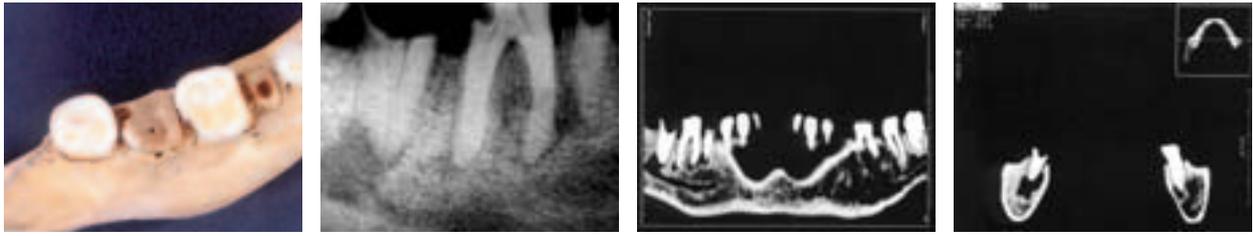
bis d: Fundort: Schretzheim (BW), Zeitstellung: Frühmittelalter, Individualalter: Adult. – Abb. 8a: Mandibula mit kariösen Zähnen. – Abb. 8b: Ausschnitt aus einer Panoramaaufnahme mit apikalen Veränderungen an den Zähnen 45 bis 47. – Abb. 8c: CT-Aufnahme mit Darstellung der ossären Veränderungen durch eine Osteomyelitis an Zahn 47. – Abb. 8d: CT-2D Rekonstruktion der Veränderungen im Bereich des zweiten Molaren.
